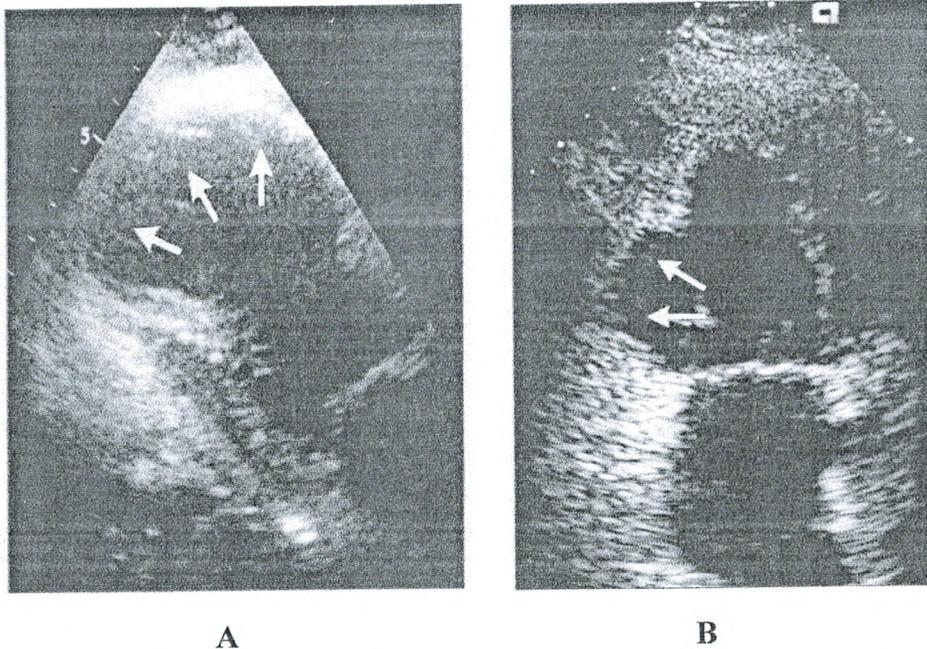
A: Coupe parasternale grand axe montrant un anévrisme ventriculaire gauche (flèches). Le myocarde de la zone anévrismale est aminci et donne un aspect de poche akinétique déformant en diastole le ventricule gauche
